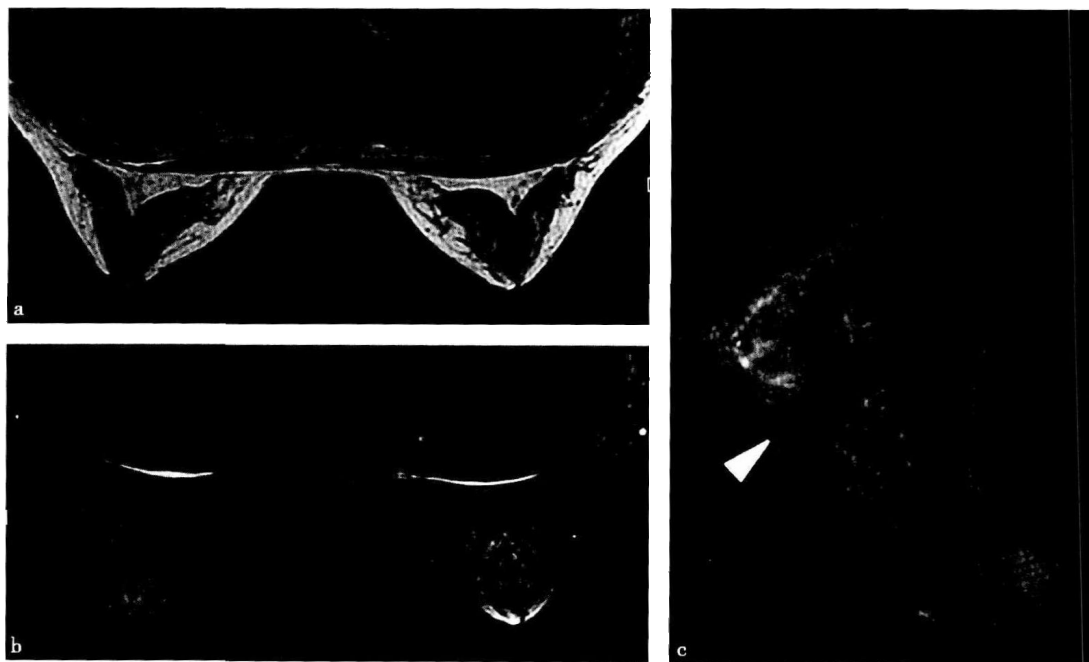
正常致密型乳腺的 MRI 平扫图像
